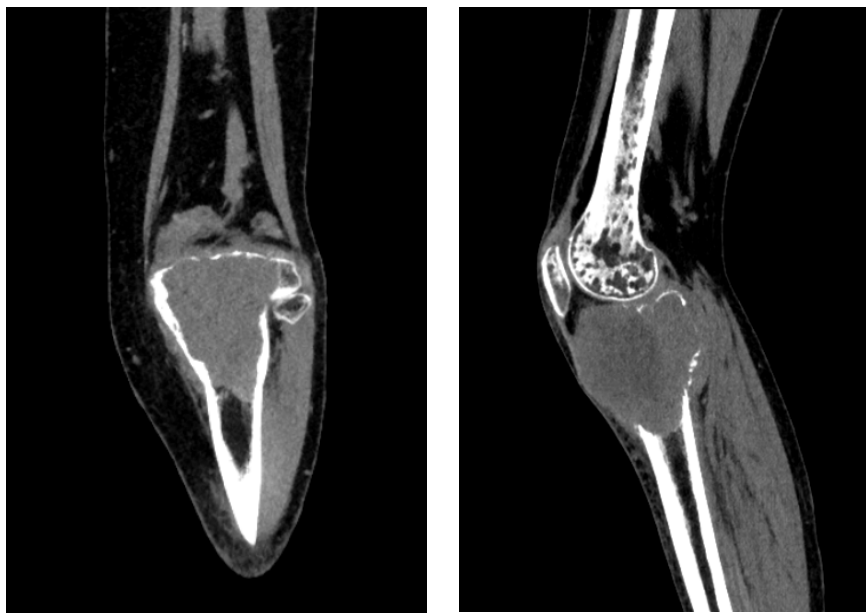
КТ левого коленного сустава в прямой (слева) и боковой (справа) проекциях. Гигантоклеточная опухоль проксимального метаэпифиза большеберцовой кости, III стадия по Enneking (оригинальный рисунок).
